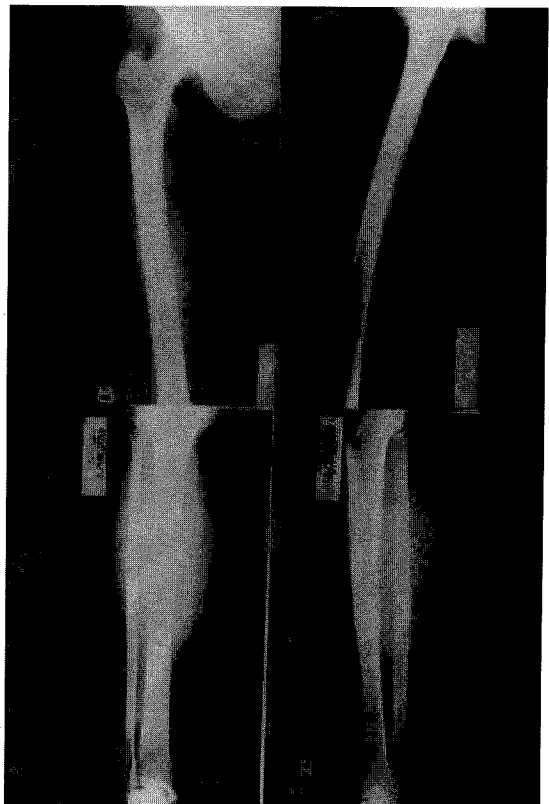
Right femur and tibia roentgenograms show no definite abnormalities.
